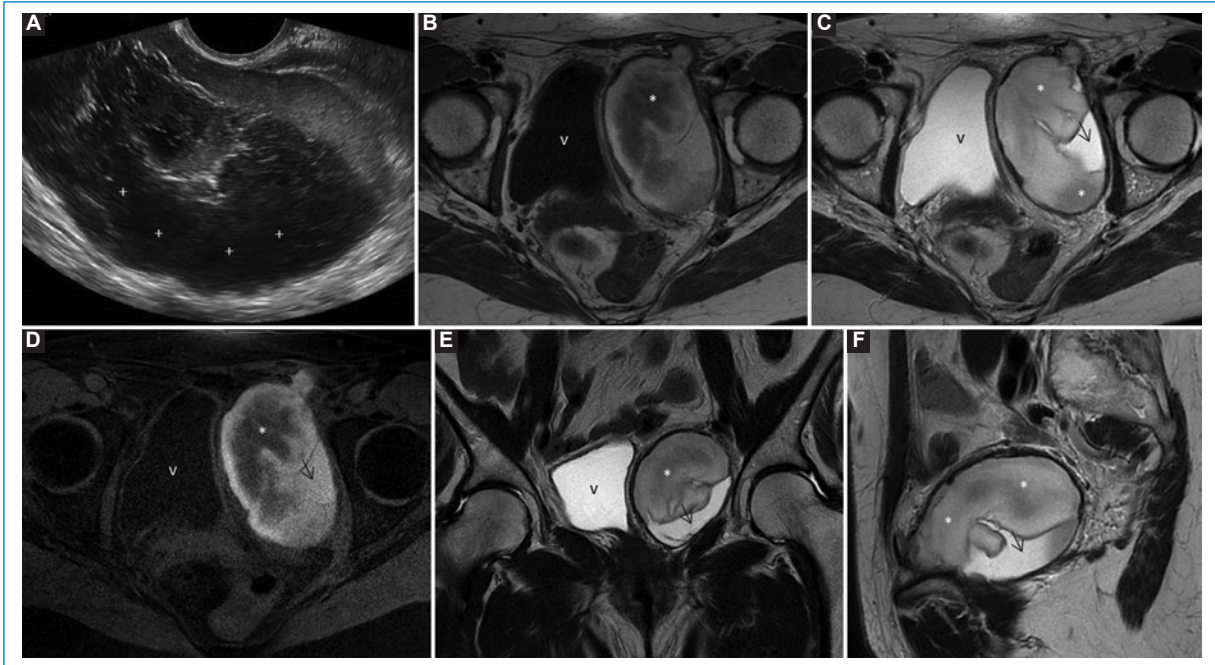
Hematoma. Mujer de 67 años con antecedente de histerectomía. A: la ecografía transvaginal muestra una colección (+) avascular de contenido heterogéneo. La RM pélvica muestra una tumoración pélvica ovalada con áreas hiper- e hipointensas (asterisco) en axial T1 (B) y axial T1 FATSAT (E), en relación con contenido hemorrágico subagudo-crónico. Presenta nivel líquido-líquido, siendo más fluido en su parte más declive (flecha), con hiperintensidad en T2 axial (C), coronal (E) y sagital (F).
